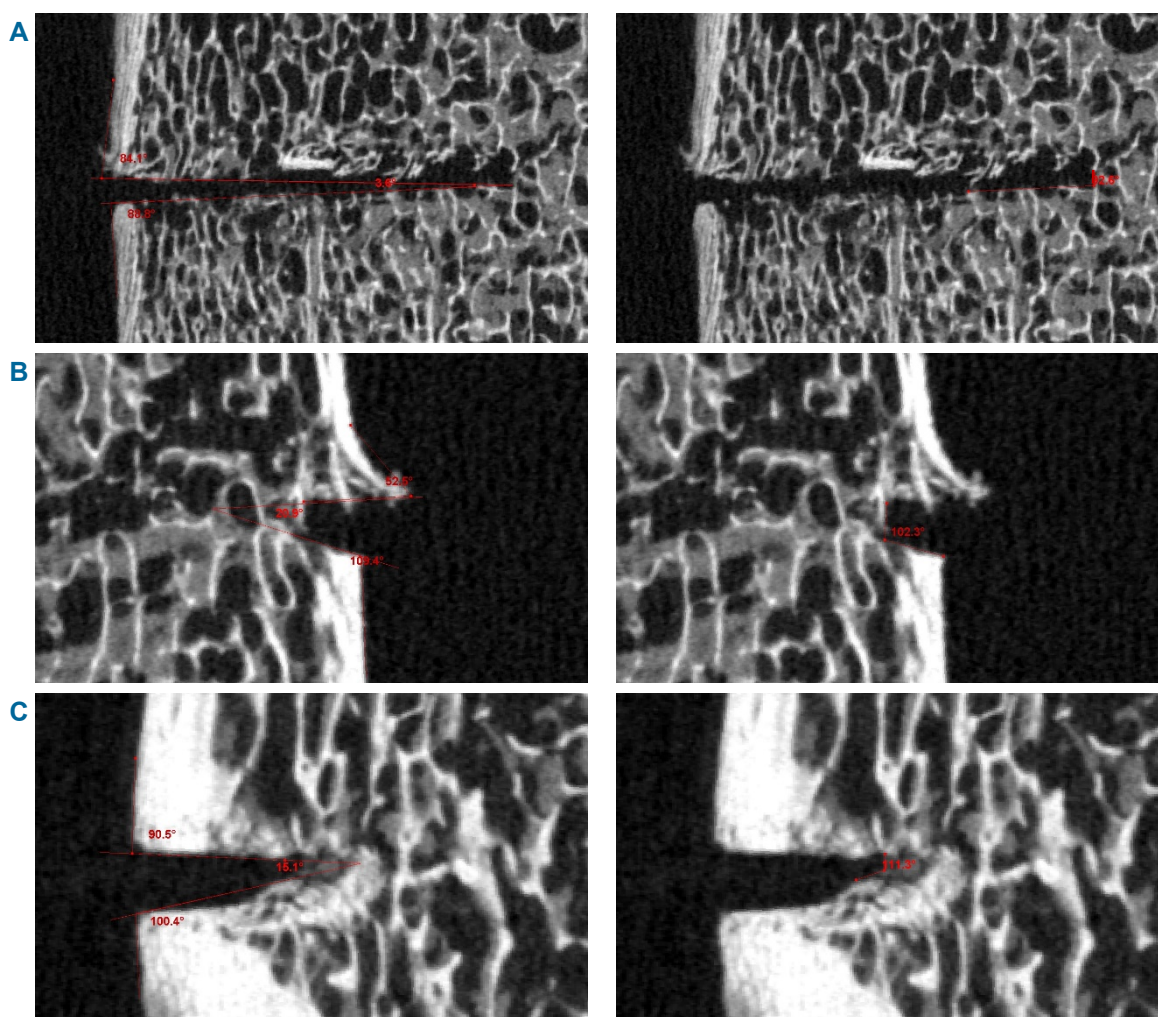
Winkelmessungen an Querschnittsbildern von μ CT-Aufnahmen
